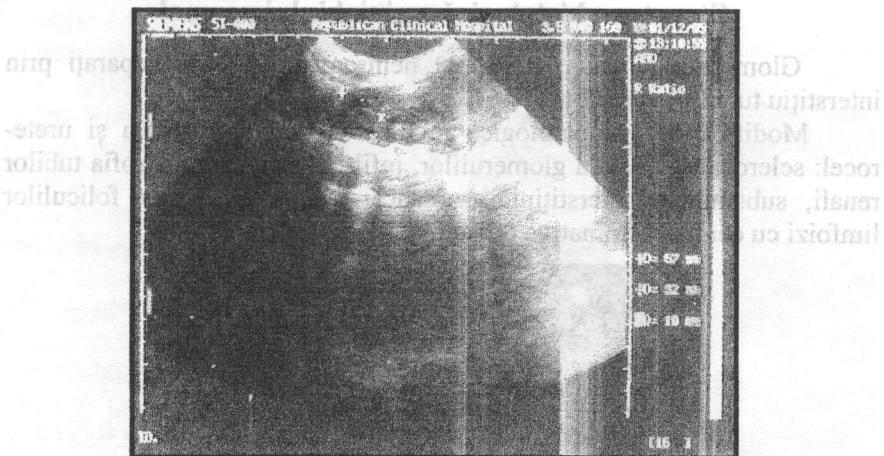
Ecografie renală: rinichi funcțional normal.
